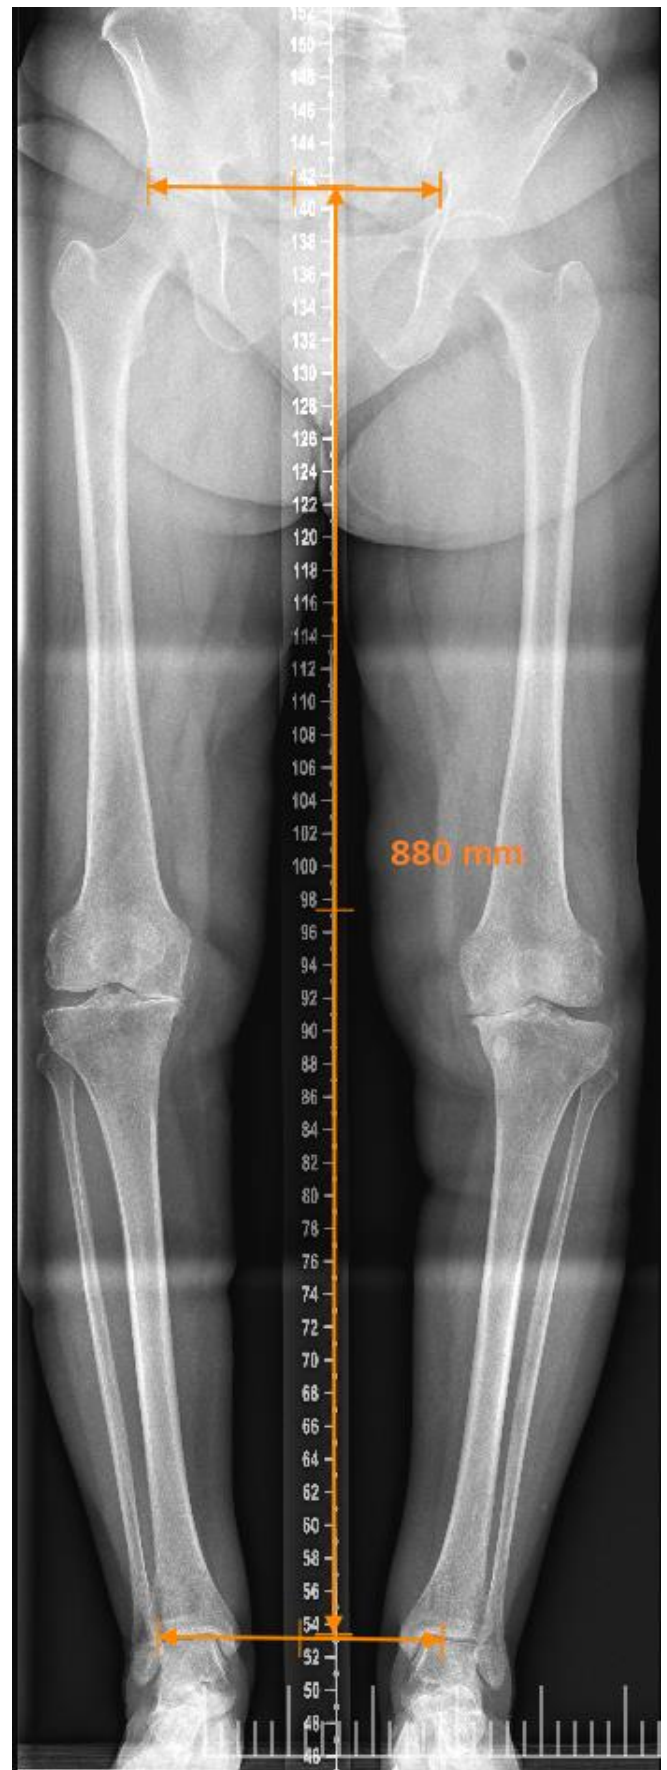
Radiografía panorámica de miembros inferiores con la cual se realizó el registro de longitud del miembro analizado.
